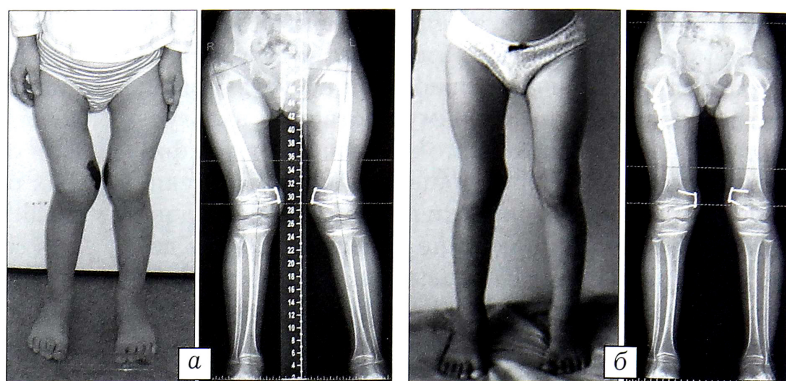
Вид и рентгенограммы нижних конечностей больной 8 лет с метафизарной хондродисплазией (тип Шмида).
